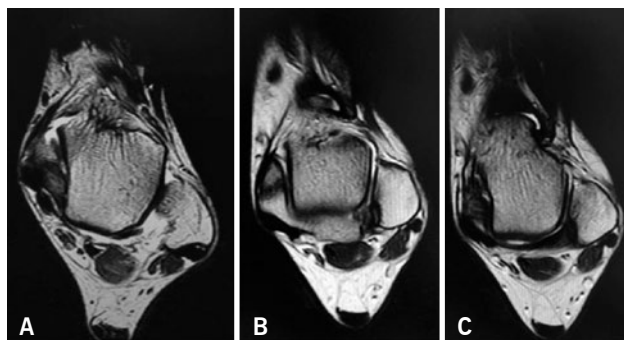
Corte axial de tobillo en resonancia nuclear magnética. (A) Morfología cóncava del surco de los peroneos. (B) Morfología convexa. (C) Morfología plana
